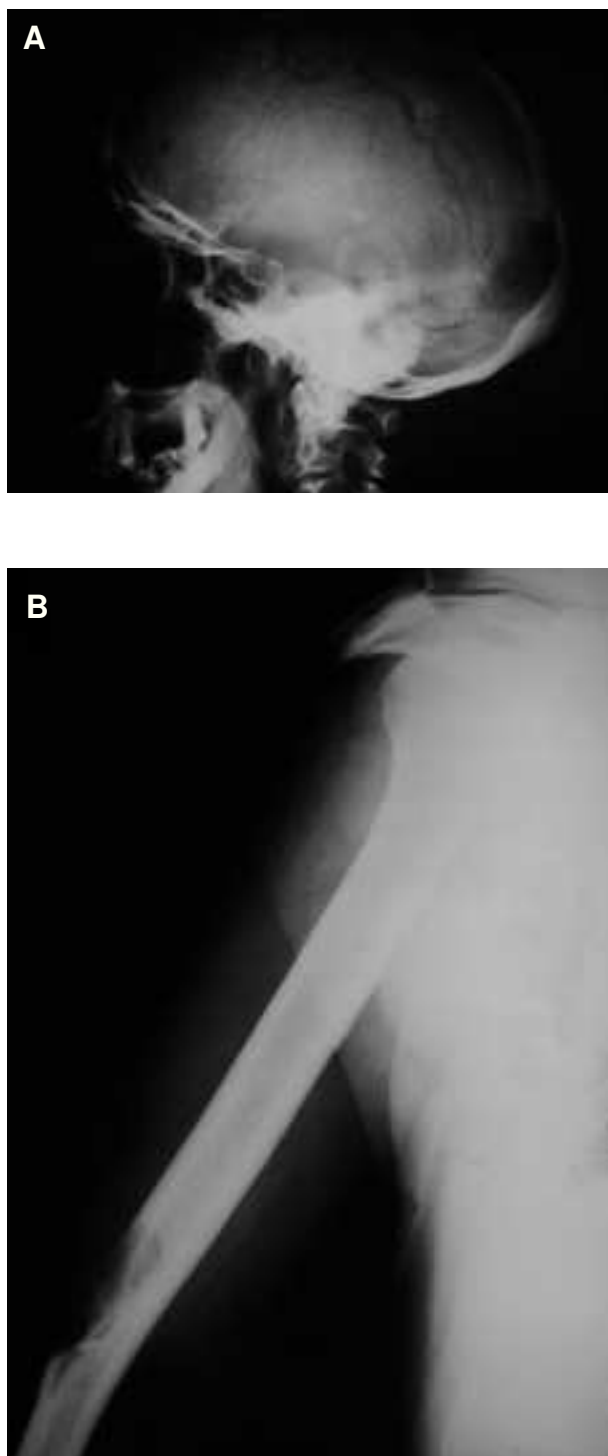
A) Radiografía del cráneo: se aprecian dos imágenes osteolíticas en calota, una parietal y otra occipital. B) Radiografía del húmero derecho: se observa una importante lesión osteolítica en su tercio distal.
